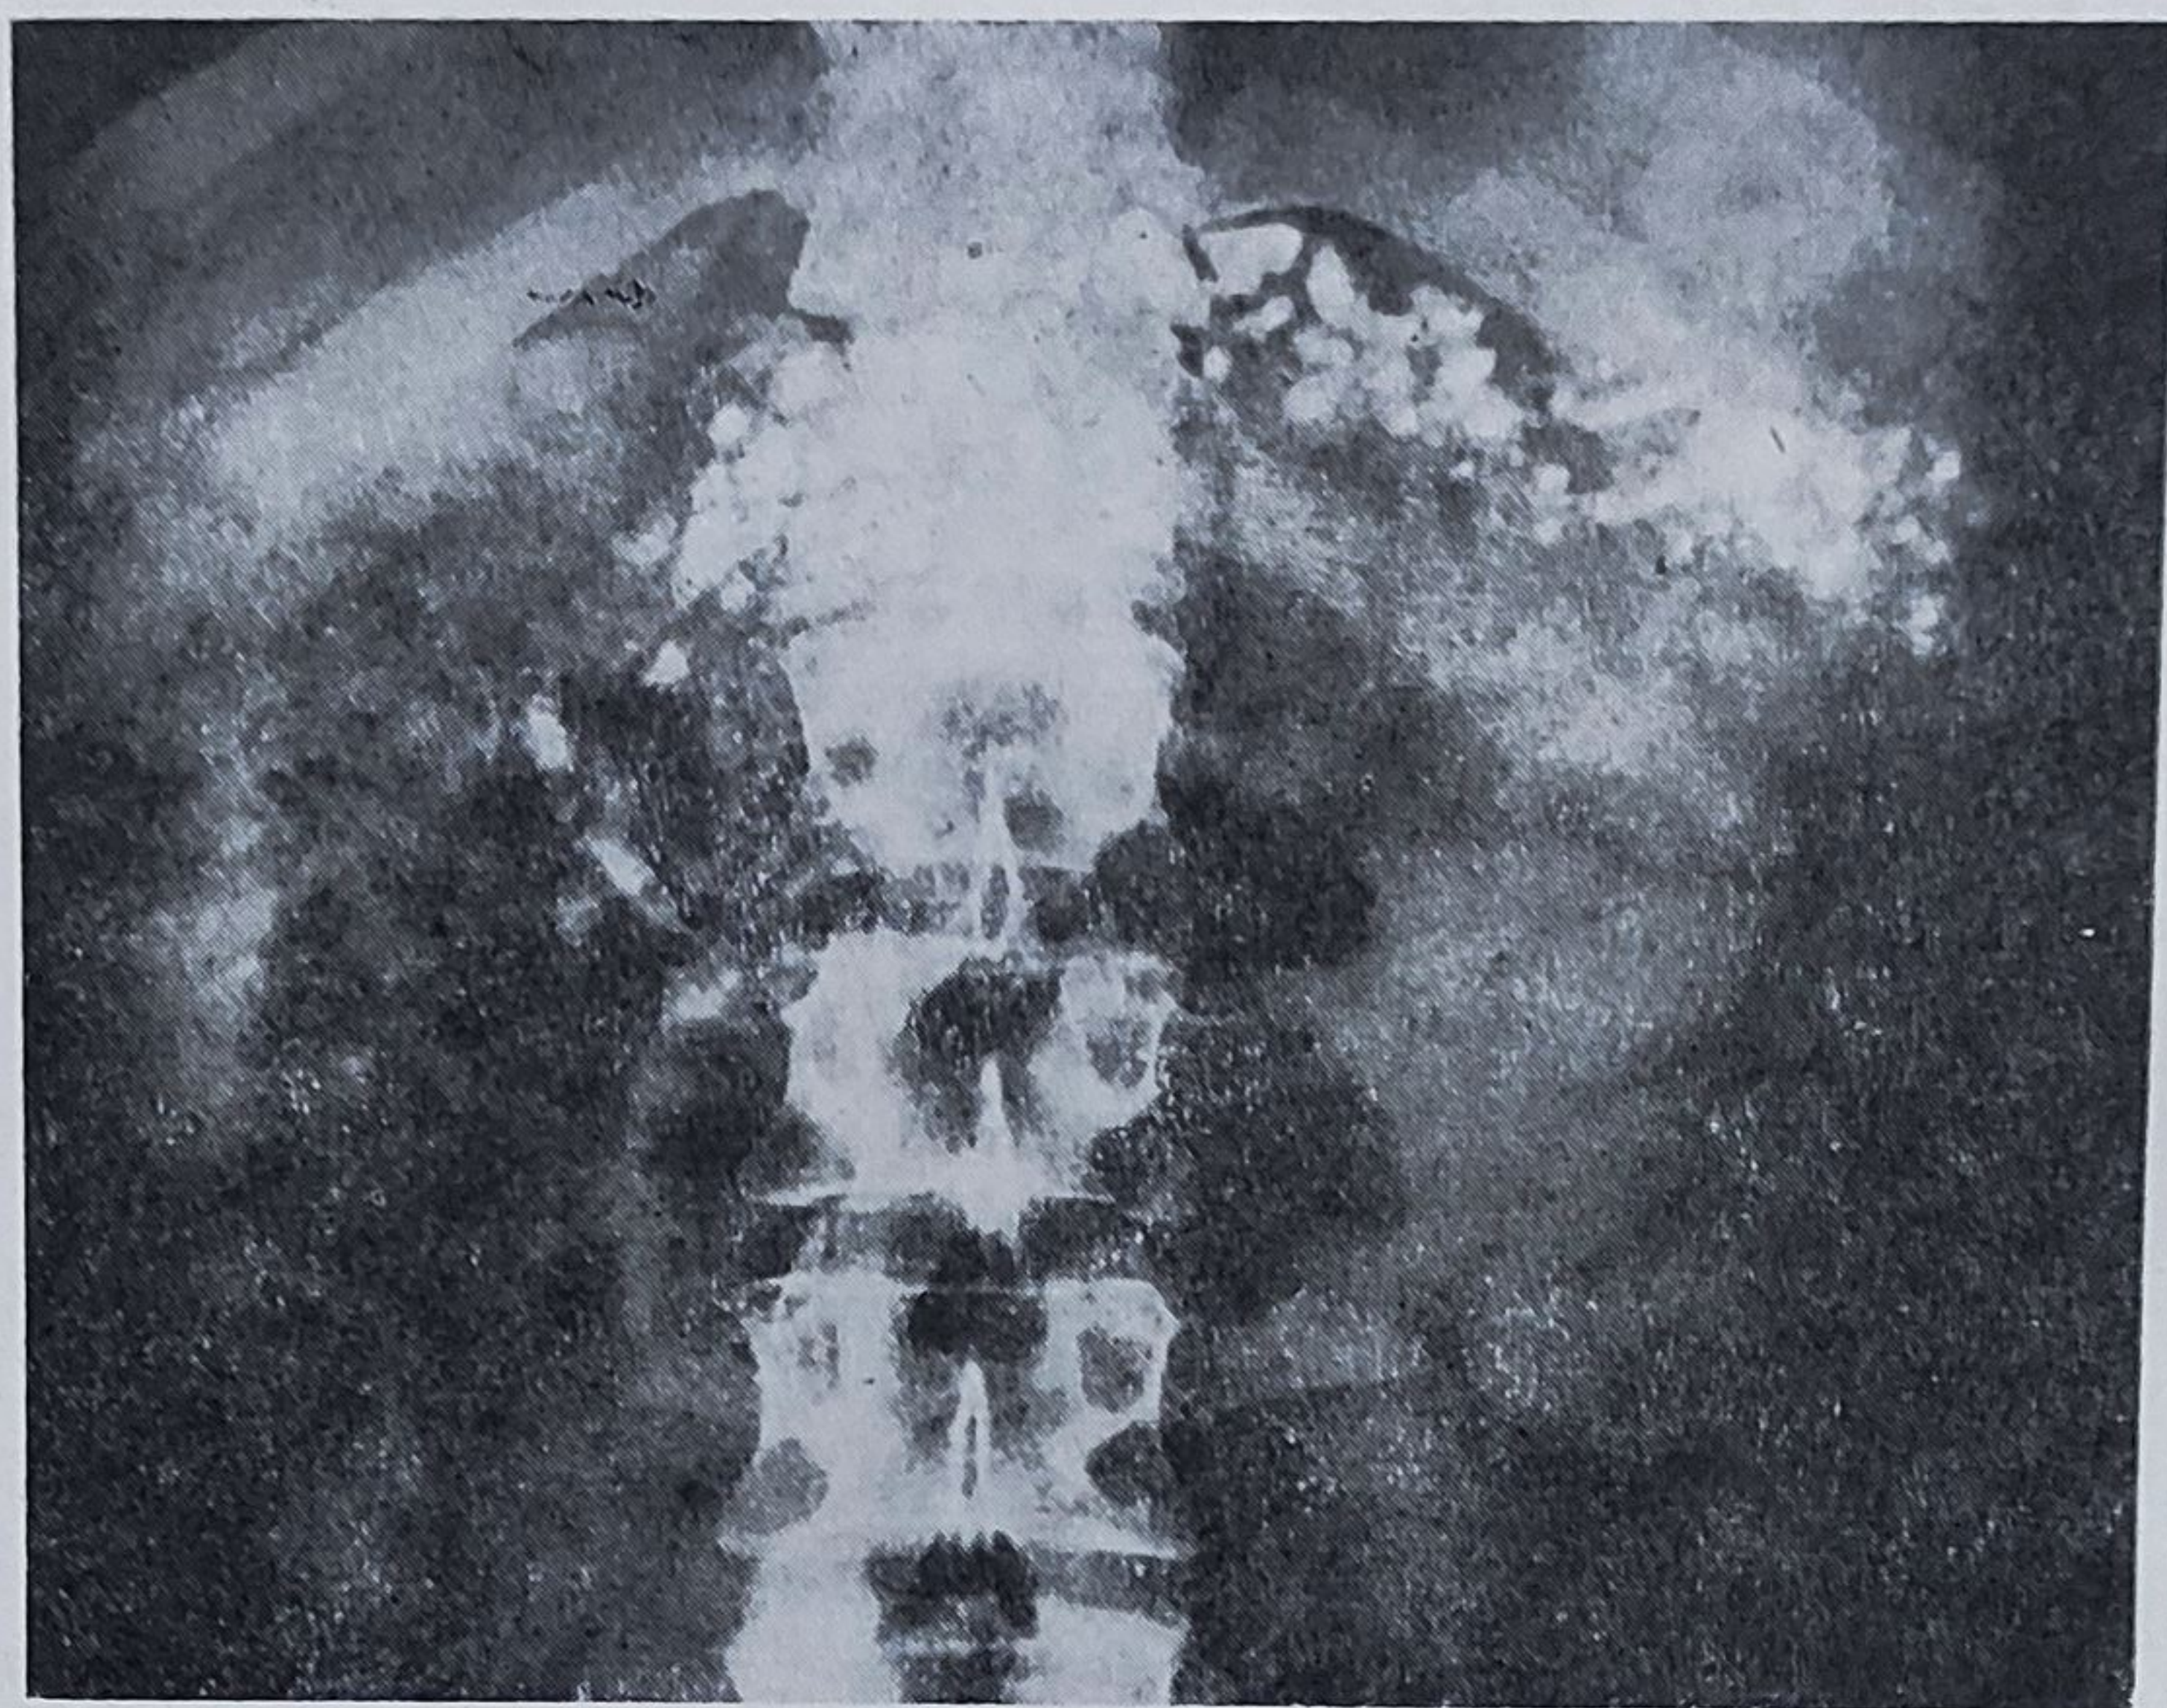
9. — Radiografie abdominală simplă : calcifieri secundare în pancreatita cronică (cazuistica prof. I. Juvara).
